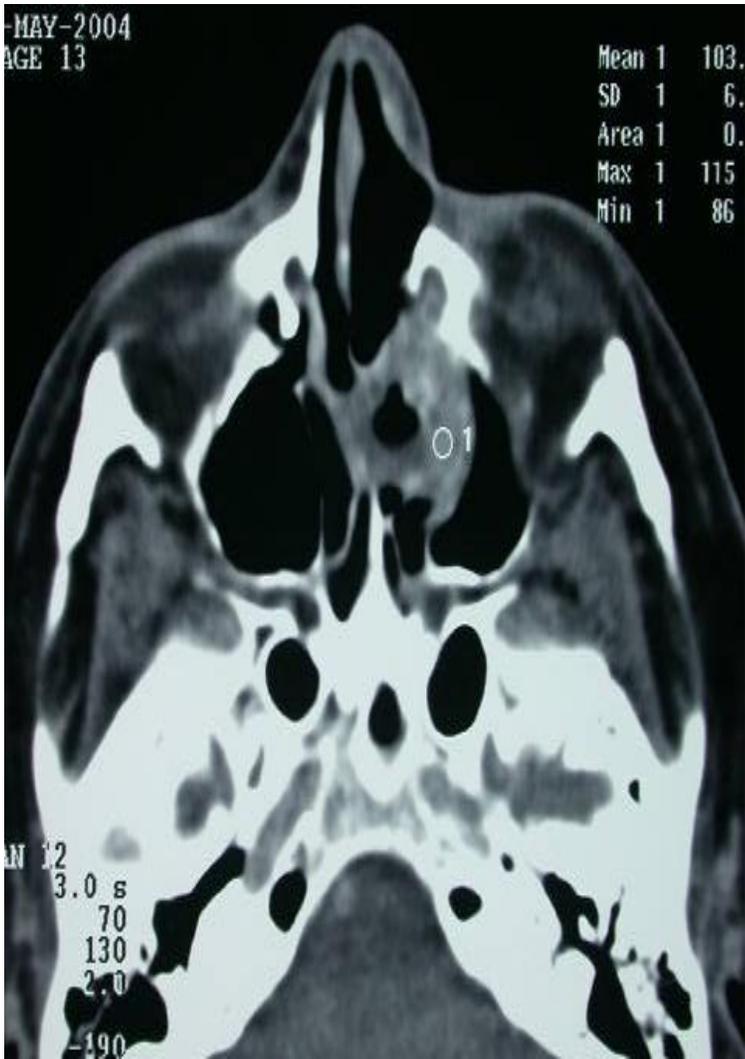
Tomografía axial computada del macizo facial que muestra la lesión en cavidad nasal izquierda con invasión a etmoides y órbita.
